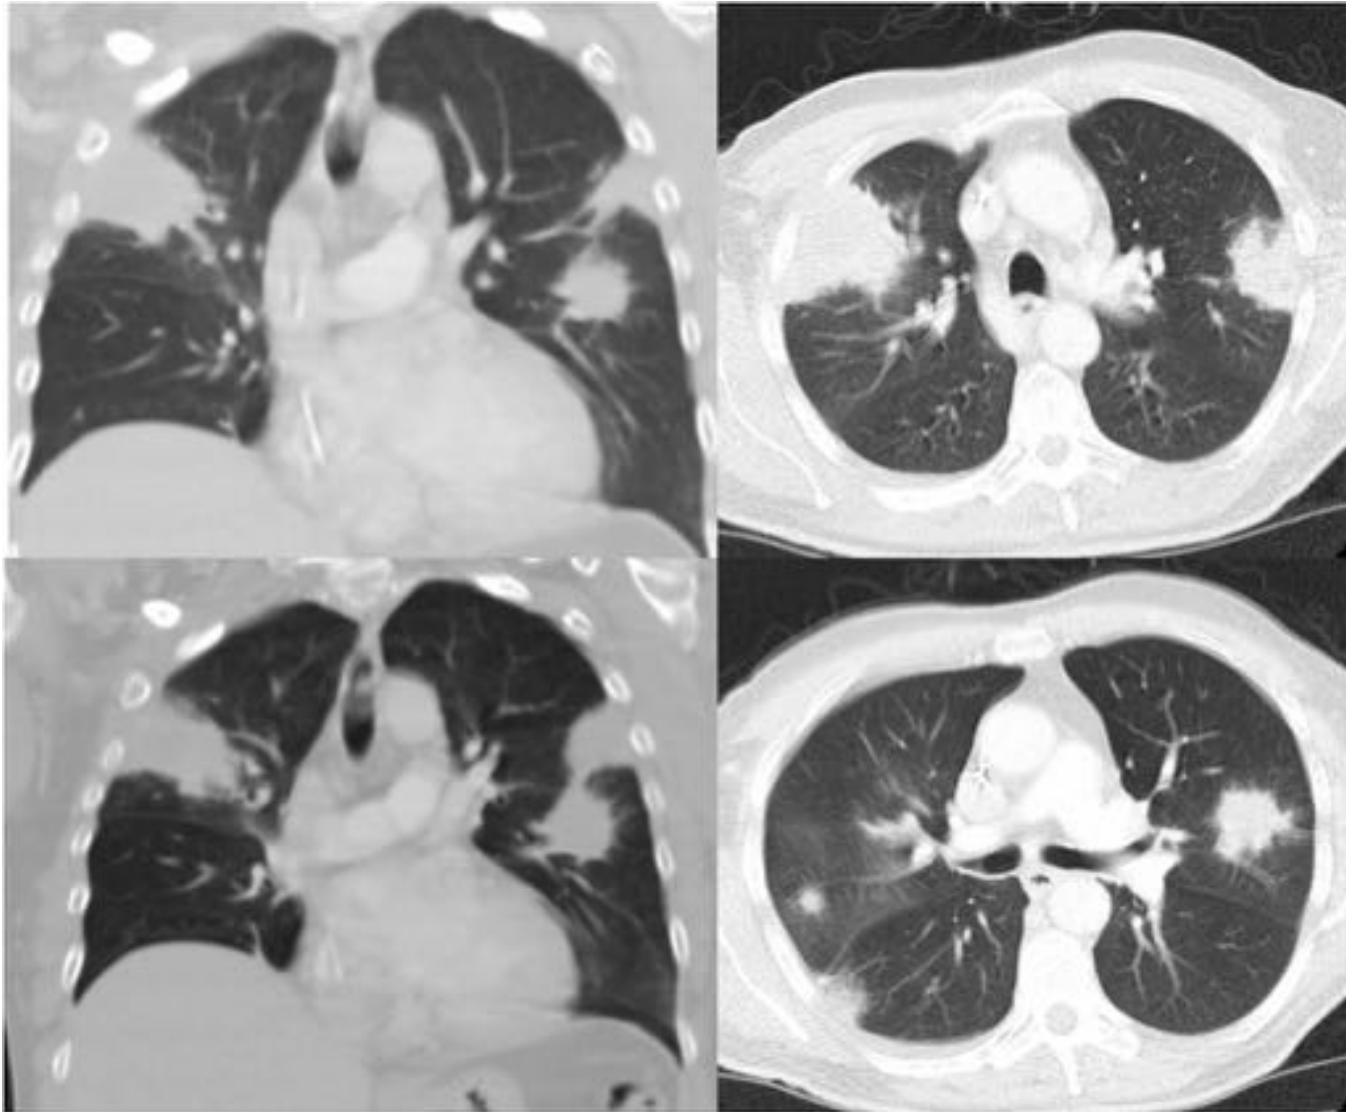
Aspergilosis angioinvasiva. TC del paciente anterior. Nódulos múltiples y condensaciones periféricas triangulares. El diagnóstico se hizo por demostración de hifas de aspergillus mediante punción de una de las masas.
